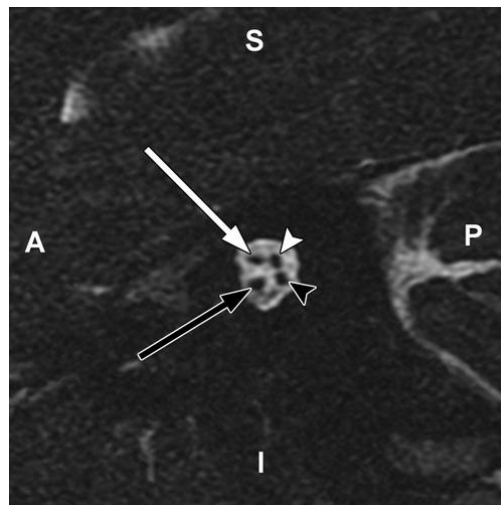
Imagen de resonancia magnética obtenido en un plano perpendicular a l conducto auditivo interno izquierdo, muestra las principales ramas del nervio vestibucoclear y facial. La cara anterior (A), posterior (P), superior (S) y el inferior (I) están etiquetados para facilitar su orientación. Se visualiza el nervio facial (flecha blanca), vestibular superior (cabeza de flecha blanca) y el vestibular inferior (cabeza de flechas negras)
